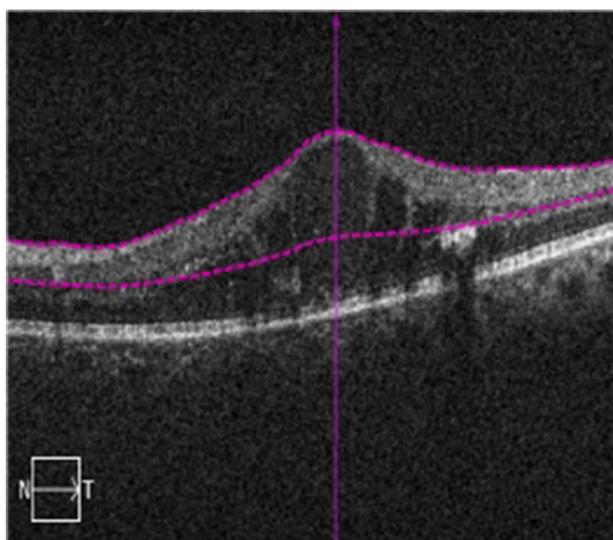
Результаты оптической когерентной томографии сетчатки до введения имплантата дексаметазона
